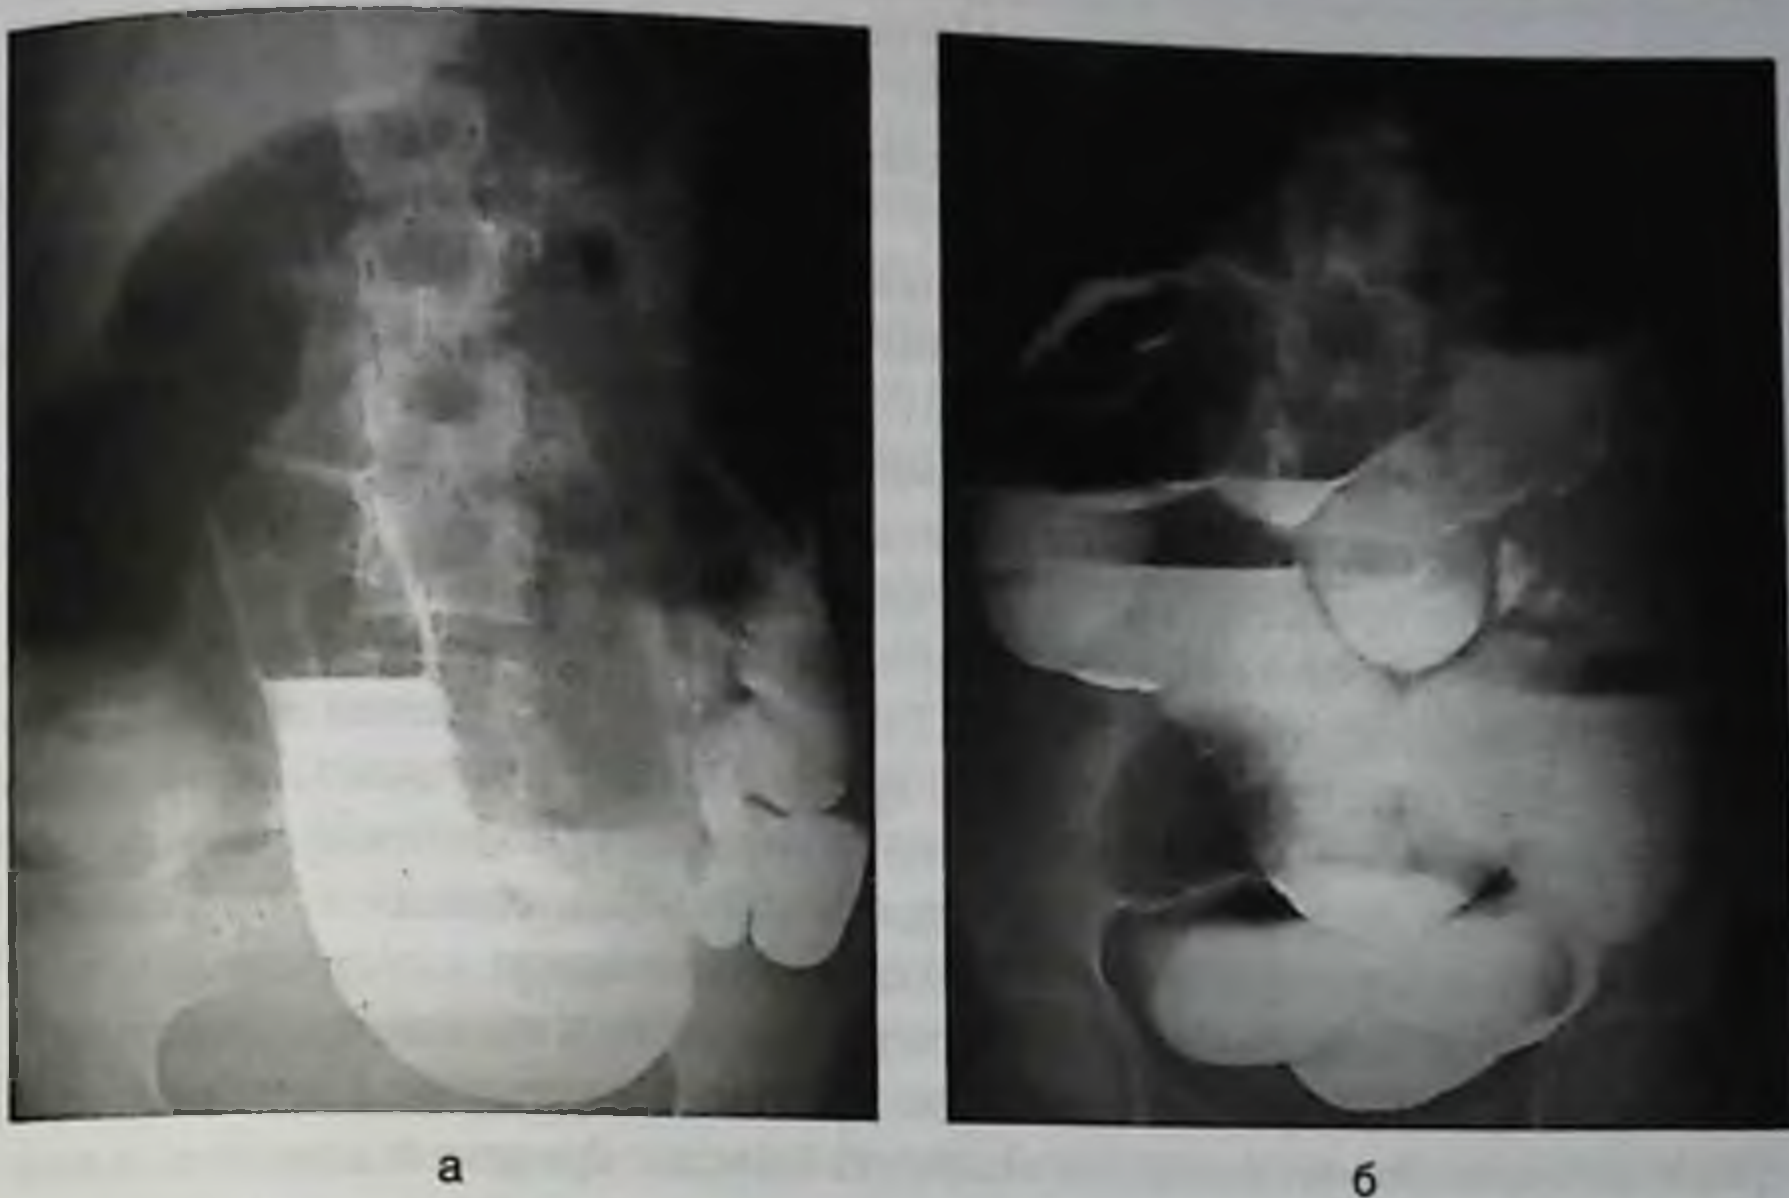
Рентгенография с контрастом на протяжении у той же больной. Снимки через 3 ч (а) и через 6 ч (б) после дачи бариевой взвеси. Безуспешность консервативной терапии
